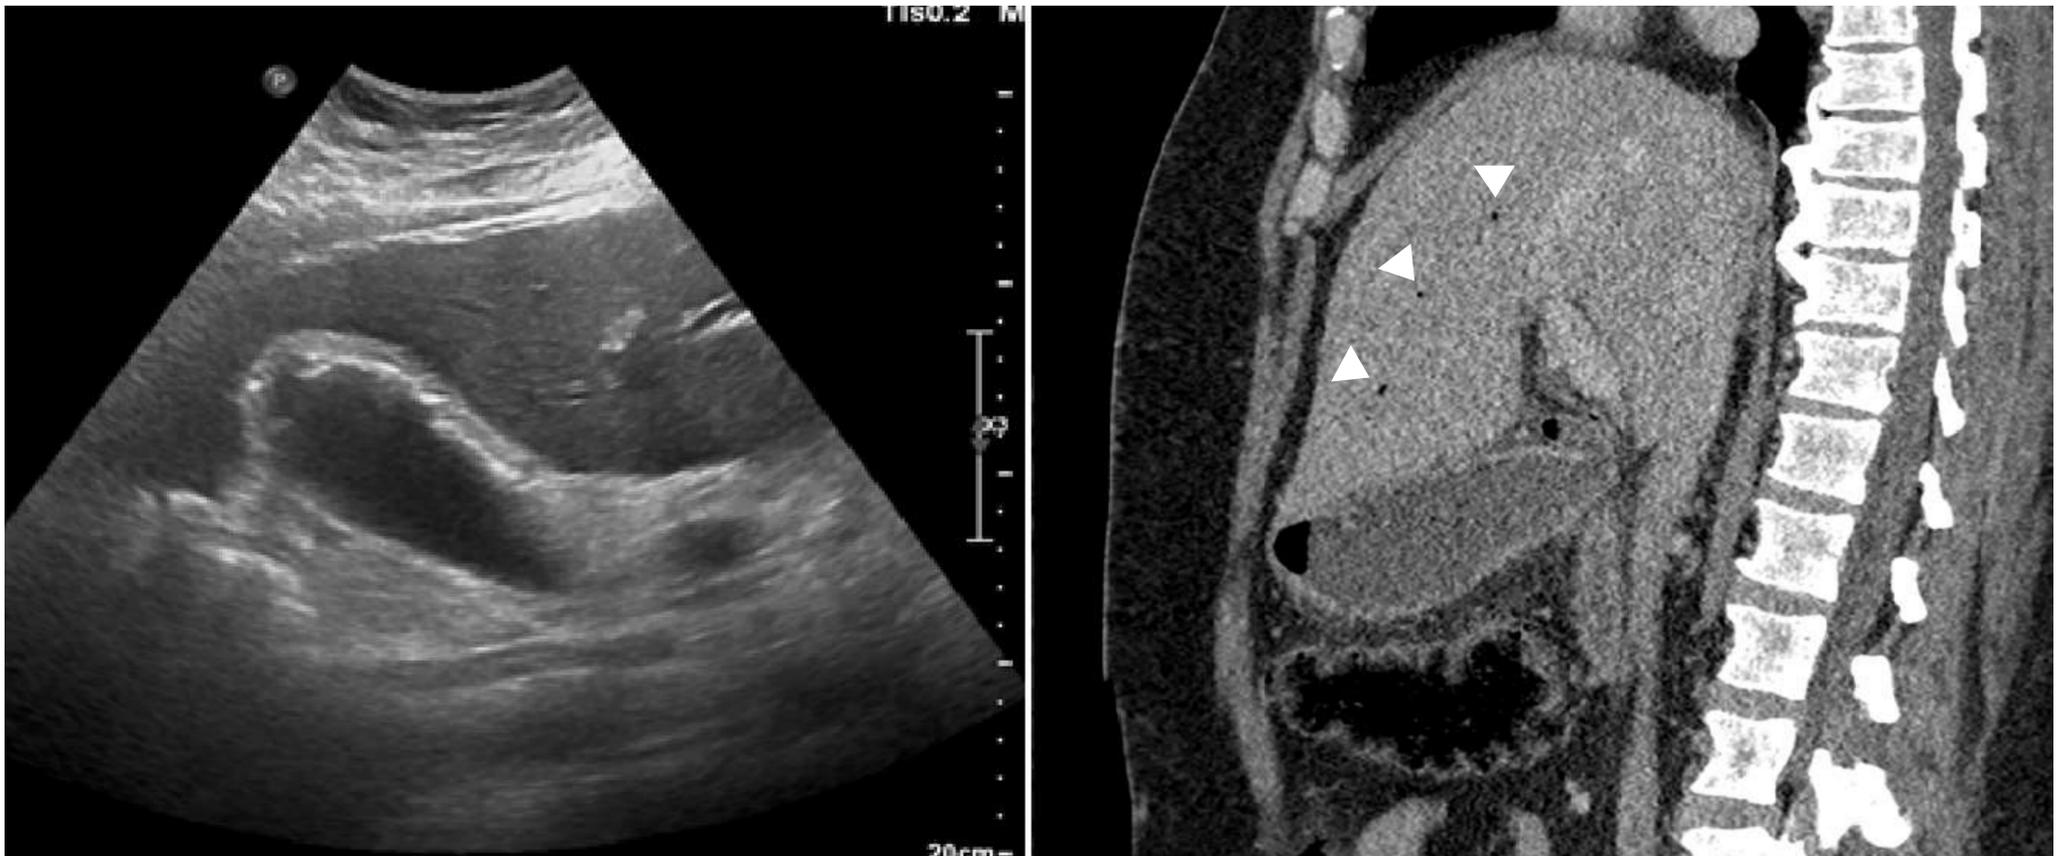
Varón de 48 años, diabético y con HTA, que presenta engrosamiento parietal y artefactos de reverberación intravesiculares en ecografía. En TC, además de confirmarse la presencia de aire intravesicular, se evidencia también leve aerobilia en radicales biliares intrahepáticos (*cabezas de flecha*).
